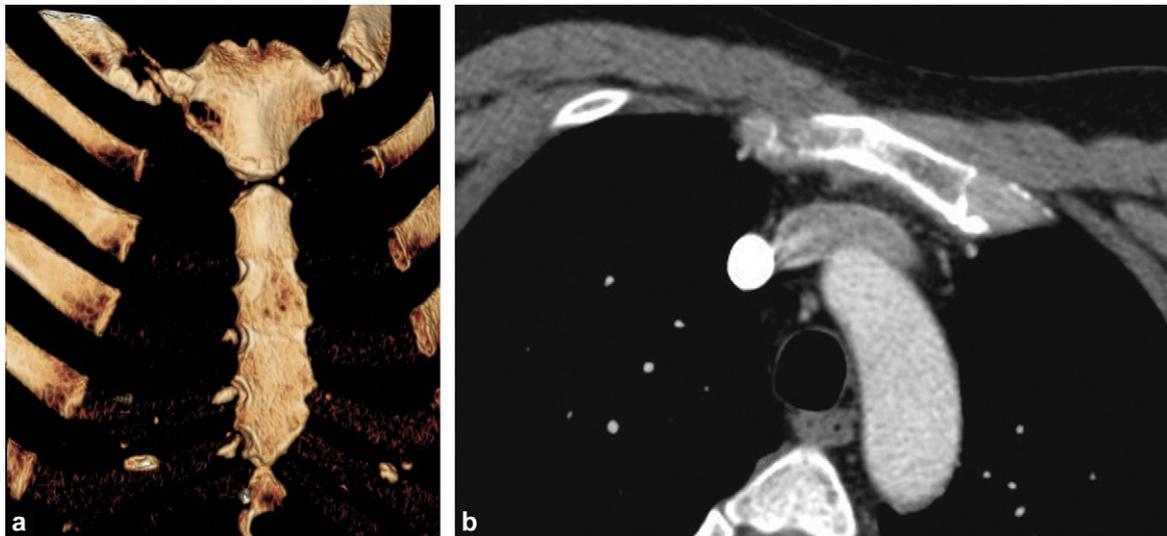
TDM thoraco-abdomino-pelvien centrée sur le sternum : a : reconstruction VRT ; b : coupe axiale transverse. Érosion corticale associée à une lacune du bord droit du manubrium sternal.
